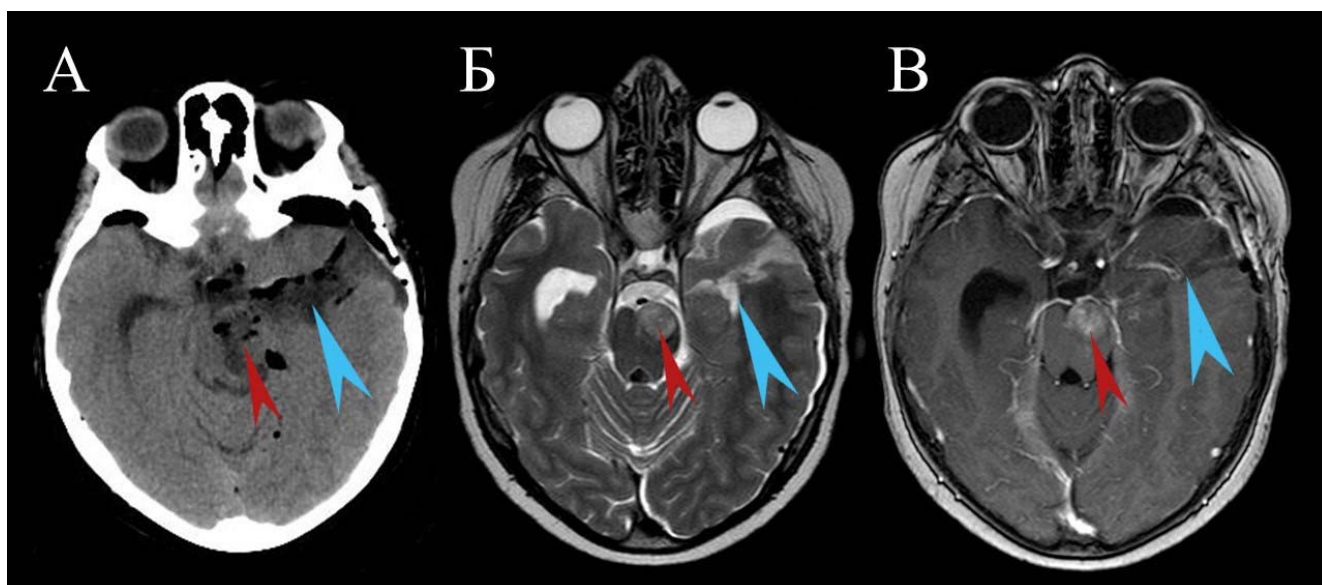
Контрольные изображения КТ на первые сутки после операции (А) и МРТ через 1 неделю (Б и В). Красная стрелка – остаток опухоли сохранен под нейрофизиологическим и эндоскопическим контролем. Голубая стрелка – ход доступа через среднюю височную извилину и височный рог бокового желудочка, минимальные тракционный изменения
